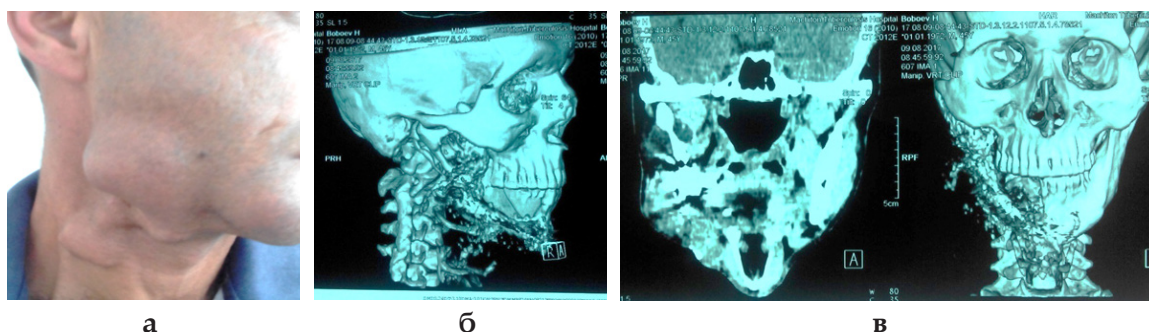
Больной Б., 45 лет. Диагноз: Амелобlastома нижней челюсти справа; а – до оперативного лечения; б-в спиральная компьютерная томография челюстей
